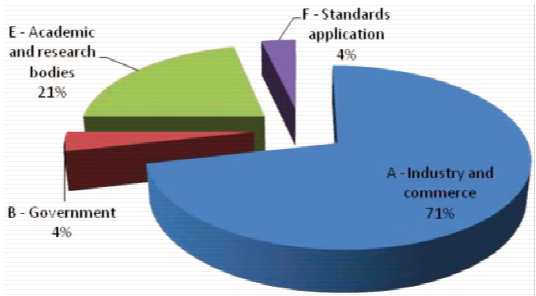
ISO/TC150/SC2/WG3 中各领域专家占比情况
